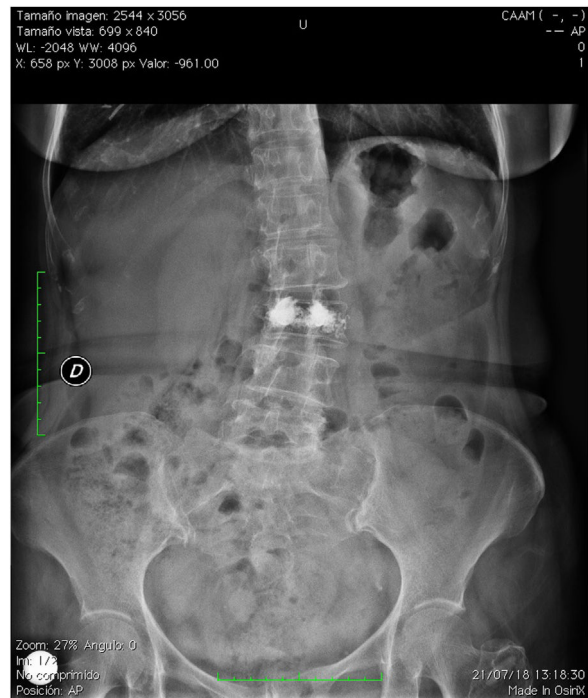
Radiografía anteroposterior de columna vertebral lumbar.
